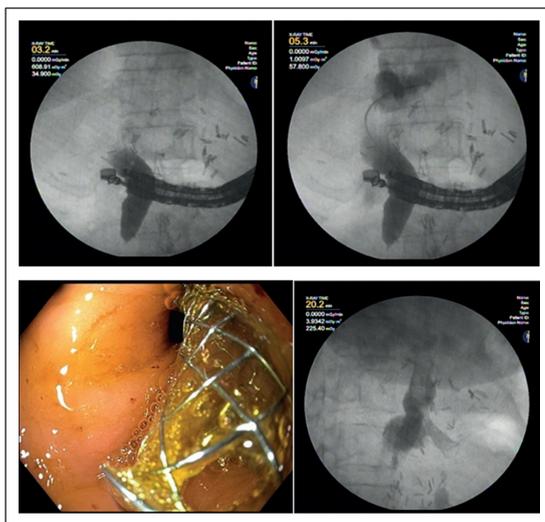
Endosonografía con punción de la vía biliar principal, paso de guía y colocación de un stent biliar auto expandible recubierto. Control poscolocación del stent, con stent en buena posición (Autorizado por Vinay Dhir - paciente hecho en mi training en endosonografía terapéutica al lado de Vinay Dhir y su grupo del Raheja Hospital Mumbai-ILD Care team).
